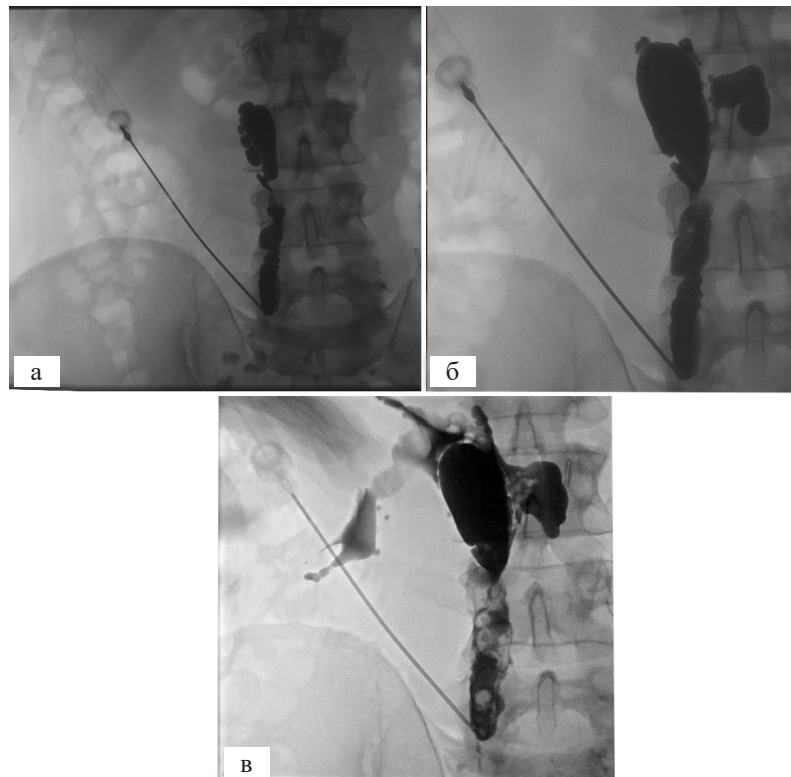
а) Пункция проксимальной части левого поясничного лимфатического ствола под контролем рентгеноскопии с последующим введением контрастного препарата; б) при дальнейшем введении контрастного препарата отмечается участок отчетливой экстравазации; в) при тугом заполнении контраст поступает в свободную брюшную полость
